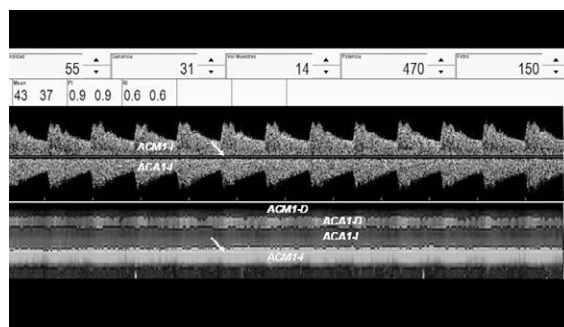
Doppler transcraneal con registro continuo de cuatro vasos aplicando modo-M (inferior) y seleccionando espectros a 55 mm de profundidad para su visualización directa (superior). ACA1: segmento proximal de la arteria cerebral anterior; ACMI: segmento proximal de la arteria cerebral media; D: derecha; I: izquierda.
